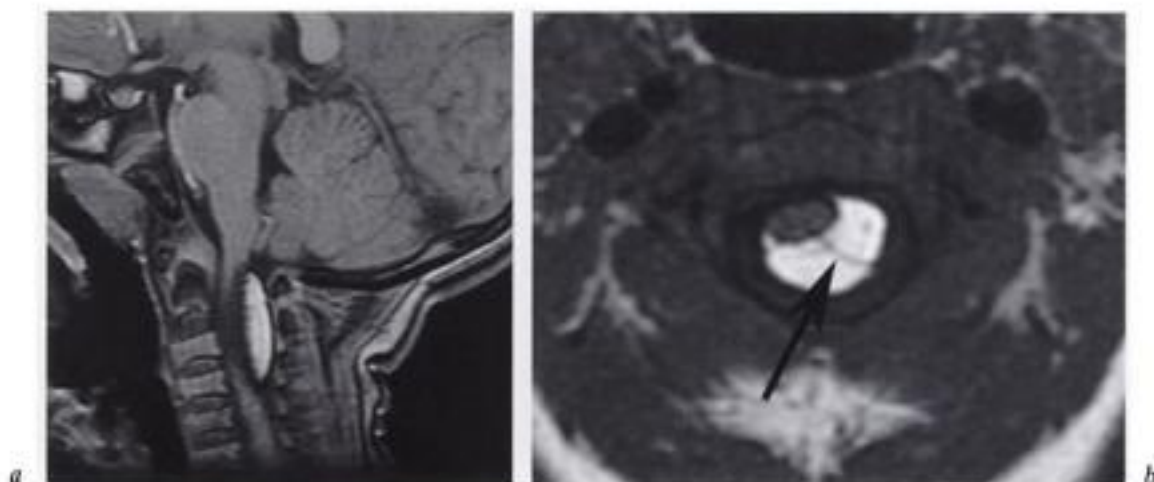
Lipome cervical intradural. IRM coupes a) sagittale en écho de gradient et b) axiale en écho de spin pondérées T1. La masse postérolatérale gauche englobe la racine sensitive (flèche en b).
